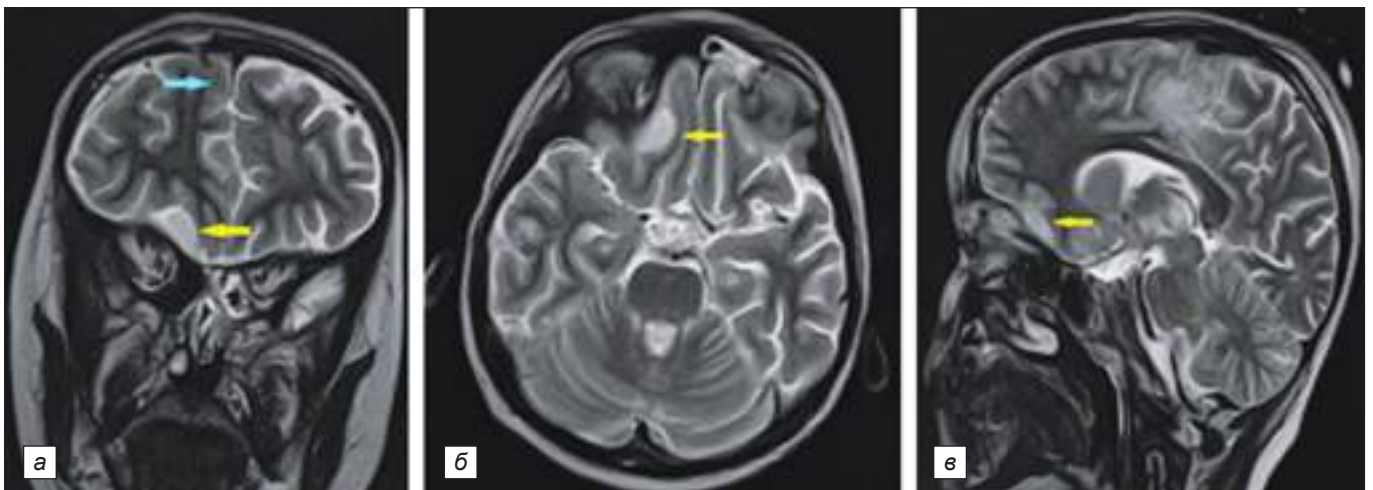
МРТ головы пациента М., 6 лет, после 3-й операции: *a* – коронарный срез; *б* – аксиальный срез; *в* – парасагиттальный срез. Вновь сформировавшийся абсцесс в базальных отделах правой лобной доли головного мозга (жёлтая стрелка). Эмпиема в передних отделах справа регрессировала (голубая стрелка).
